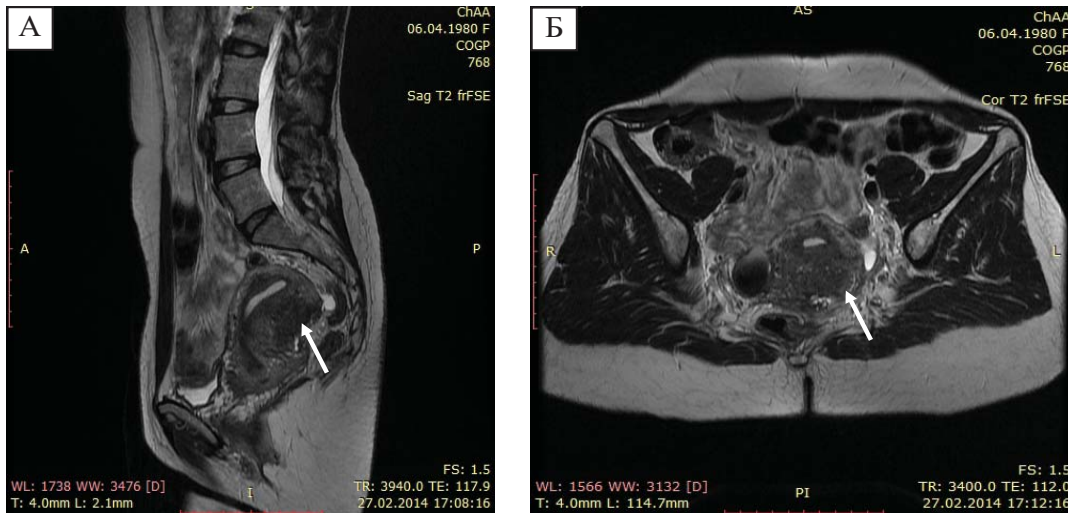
МРТ органів малого таза при спорожненому сечовому міхурі: А – сагітальна проекція; Б – аксіальна проекція. Аденоміоз. Стінки матки нерівномірної товщини, задня потовщена, визначаються ознаки фіксації задньої стінки матки до прямої кишки, ректосігмоїдного переходу, за рахунок наявності вузла аденоміозу, розташованого по задній стінці матки, розмірами до $4,5 \times 2,9 \times 4,8$ см. МСЗ має нерівні контури, неоднорідну структуру, товщиною до 1,0 см.
